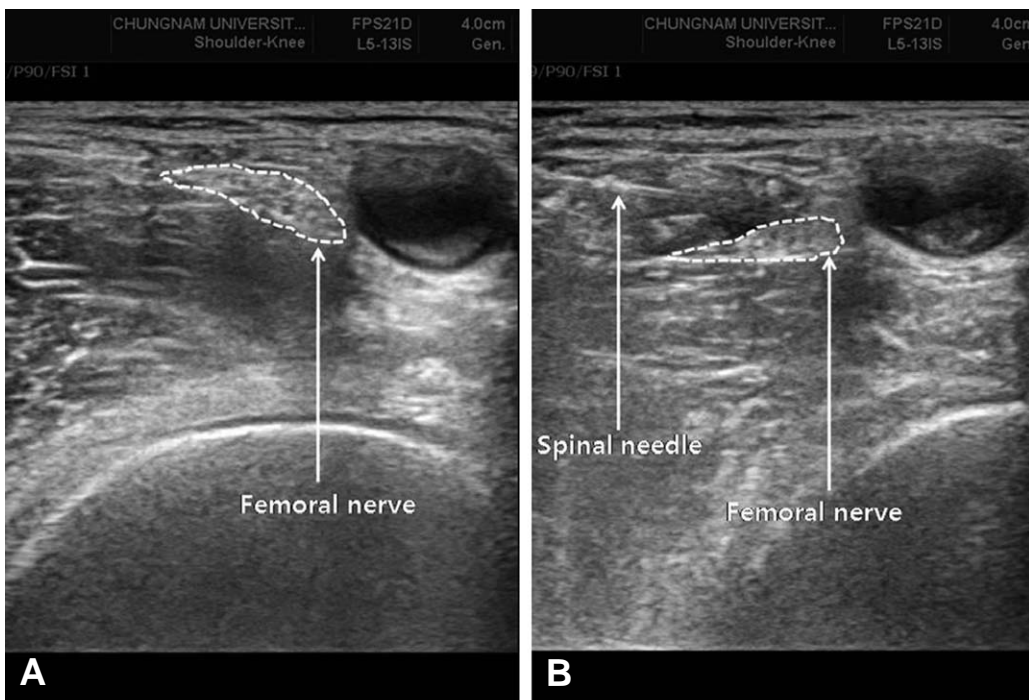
(A) Ultrasound image for right femoral triangle. (B) Ultrasound image showing the anesthetic and spinal needle around right femoral nerve after injection.
